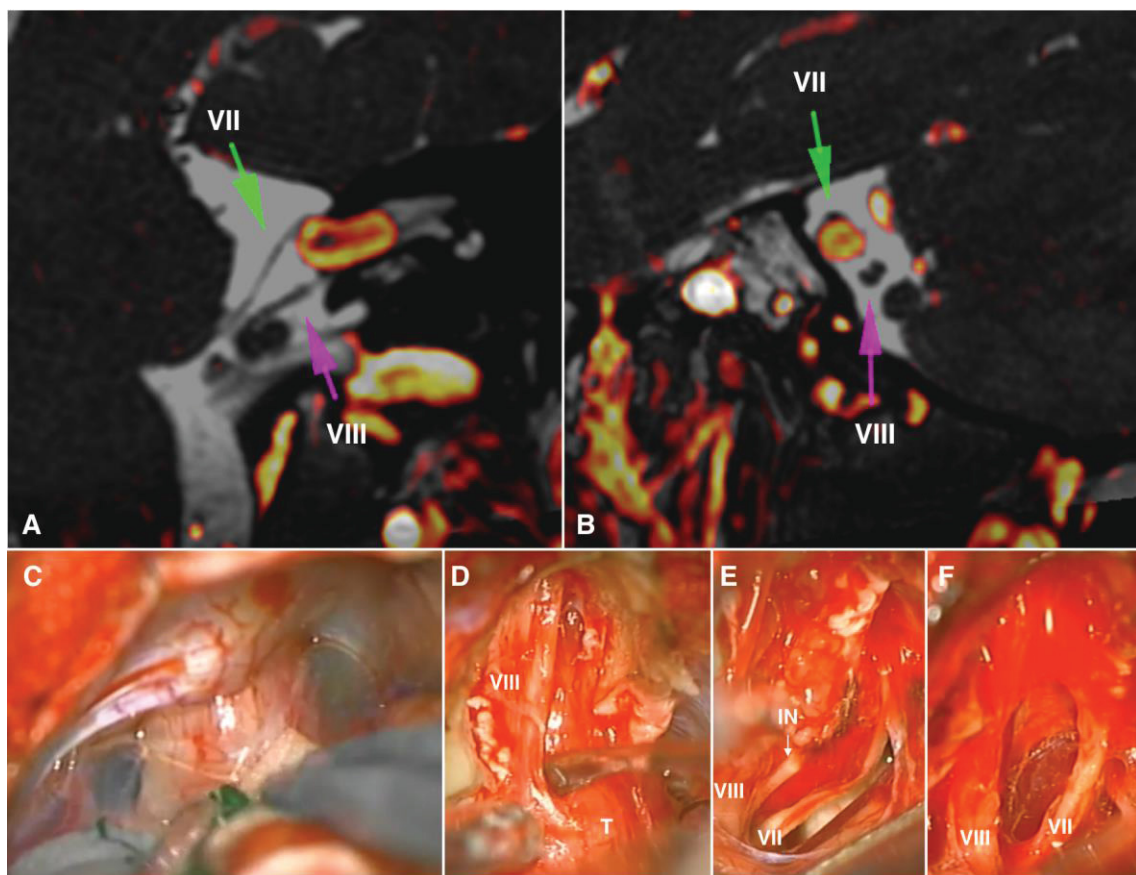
Case 1: Left cisternal intermediate nerve schwannoma. A and B: Preoperative MRI (Oblique fused 3D T1- and T2-weighted images) showing a tumor inside the internal auditory canal (IAC) extending into the cerebellopontine cistern, displacing the facial nerve anterosuperiorly and the vestibulocochlear nerve posteroinferiorly. C: Exposition of the tumor through a left retrosigmoid craniotomy with clear evidence of arachnoidal duplication. D: After the opening of the IAC, the tumor is visualized anterior to the vestibular nerve. E: Identification of intermediate nerve in the cistern as the nerve of origin. F: after complete resection, anatomical preservation of the vestibulocochlear nerve posteroinferiorly and the facial nerve anterosuperiorly, confirming the MRI finding. IN: Intermediate Nerve; T: Tumor; VII: Motor branch of the facial nerve;
